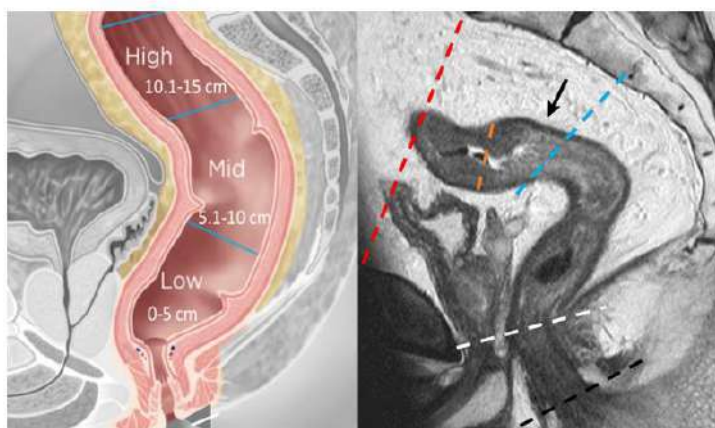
Sagittal T2-weighted image shows variable boundaries of the rectum. Inferior border of the rectum: anal verge (black dashed line) or anorectal ring (white dashed line). Superior border of the rectum: sacral promontory (red dashed line), 15 cm from the anal verge (orange dashed line), sigmoid takeoff (STO) (arrow), or bottom of S2 (blue dashed line).
